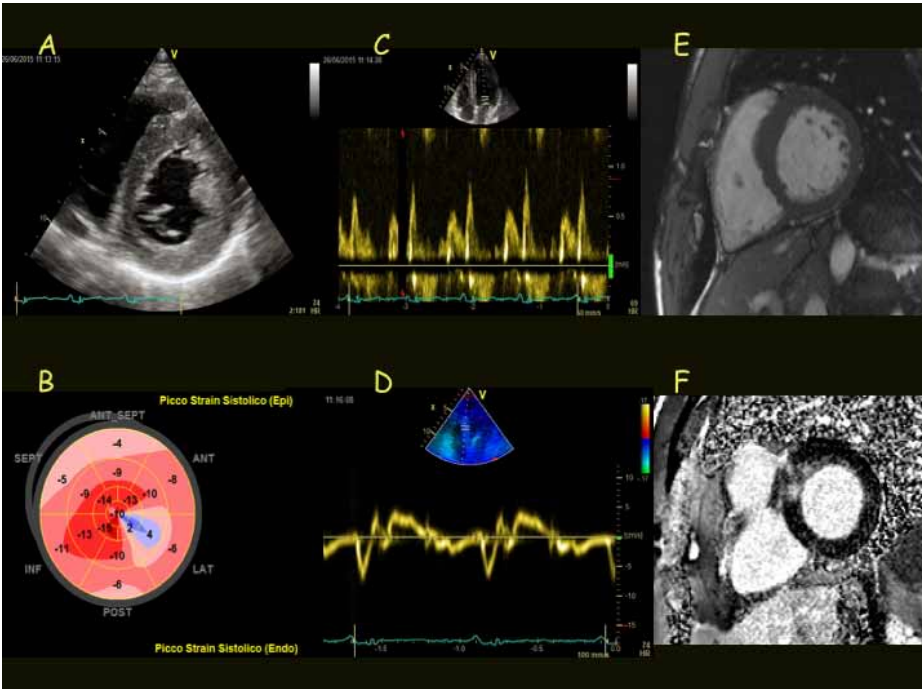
Maschio, 38 anni, body builder agonista. Assume steroidi da 15 anni. Lamenta dispnea da sforzo. All'ecocardiogramma moderata ipertrofia concentrica (A) con strain bidimensionale compromesso (B), disfunzione diastolica marcata all'analisi con Doppler transmitralico (C) e tissutale (D). La Risonanza Magnetica Cardiaca conferma l'ipertrofia del ventricolo sinistro (E) e documenta fibrosi miocardica al late-enhancement (F).
